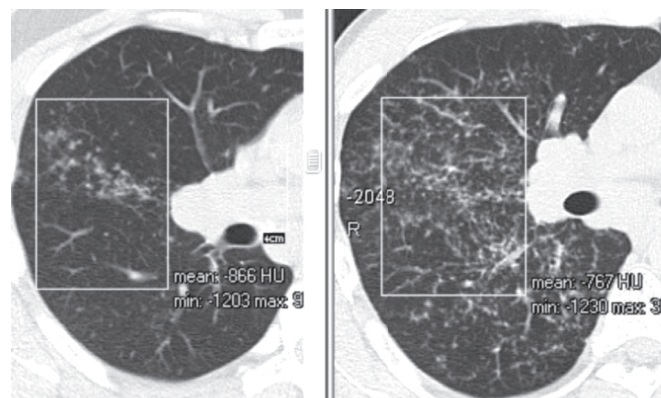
HRCT appearance of patient G., stage II sarcoidosis (on the left): low density limited nodular dissemination («cluster»-symptom) (-866 HU); MSCT scan of patient B., stage II sarcoidosis (right): high density extensive nodular dissemination (-767 HU).
